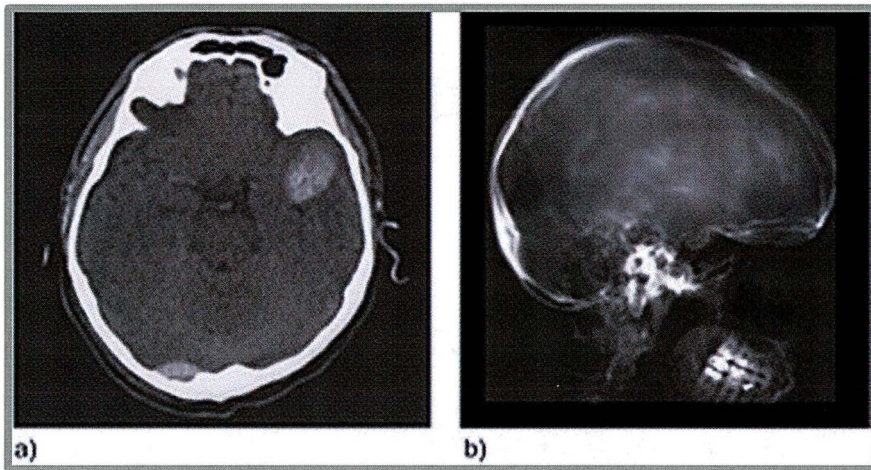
(a) La TC muestra la atenuación resultante de cada elemento que constituye un volumen. El contraste en la TC viene dado por las diferencias locales de la atenuación, por lo que puede reconocerse fácilmente una lesión. (b) Proyección lateral de cráneo por radiografía convencional, donde se suman todos los componentes que contribuyan a la atenuación a lo largo del haz de rayos X. Sólo se pueden reconocer estructuras que presentan diferencias muy elevadas en la atenuación con respecto a sus alrededores. Imagen Extraída de Kalender W, A. *Computed Tomography Fundamentals, System Technology, Image Quality, Applications*. 2 Ed.[CD-ROM]. Erlangen, Germany: Publicis Corporate Publishin: 2005.
